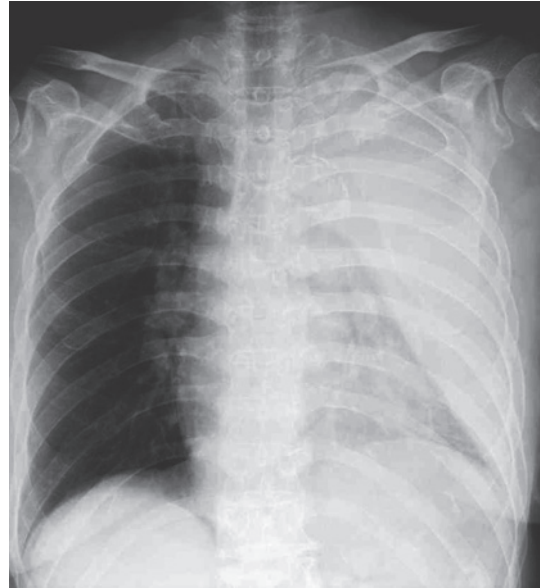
A chest X-ray film showing upper lobe atelectasis of the left lung.
